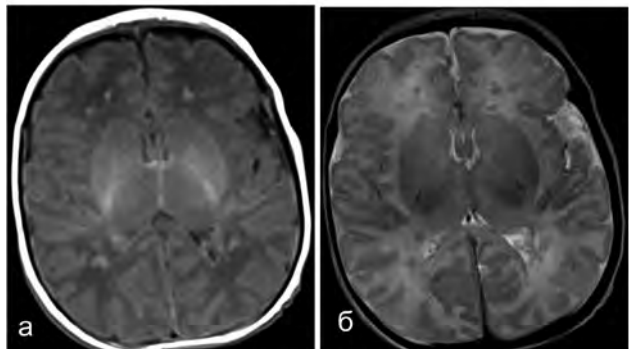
МРТ головного мозку в аксіальній площині новонародженого в віці 5 днів з ТБА в режимі Т1-ВІ (а) і Т2-ВІ (б). Білатеральне мультифокальне поразення білого речовини головного мозку
